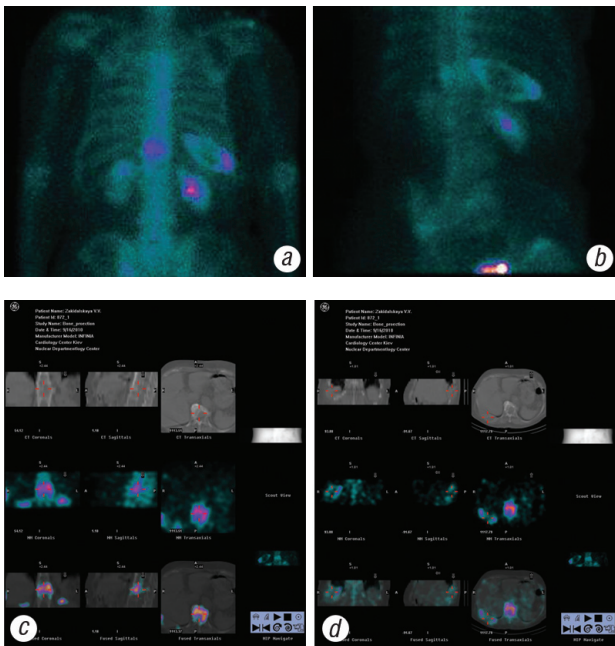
ОСГ (а) та дані ОФЕКТ/КТ (b, c) *пацієнта К.*
